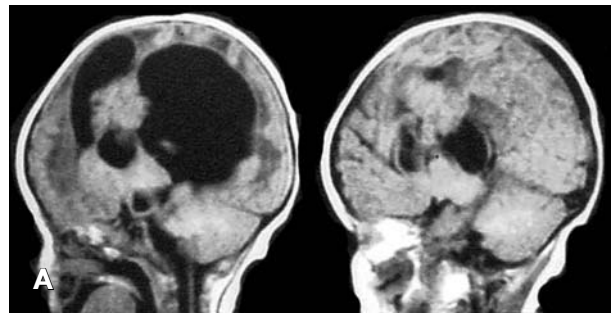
Хориоидпапиллома. А — МРТ до операции, Б — КТ после удаления опухоли.
